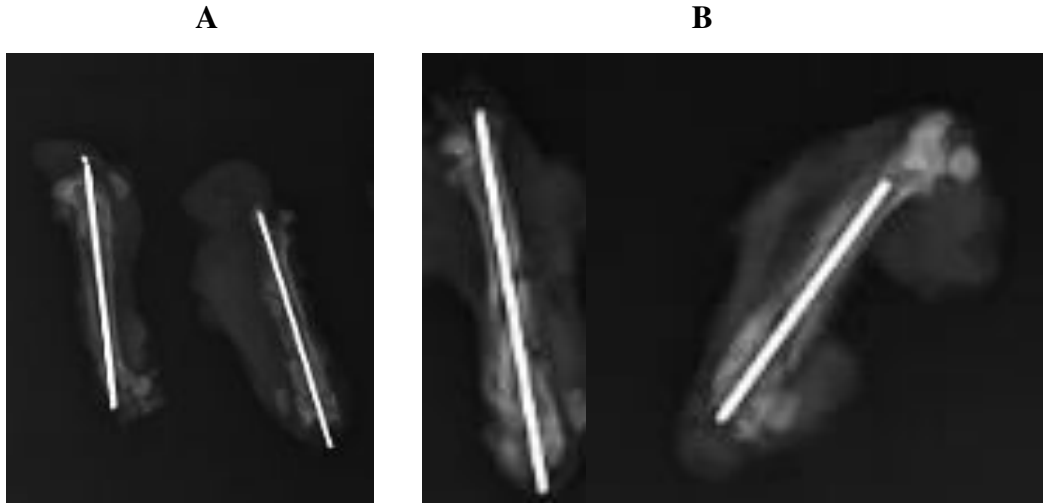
Cerrahi sonrası 0. günde kontrol radyografisi
